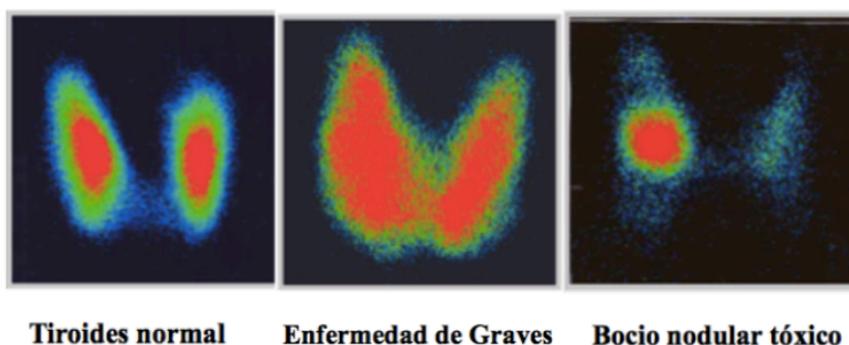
SPECT tiroideo tras administración de Ioduro [I^{131}] ³
